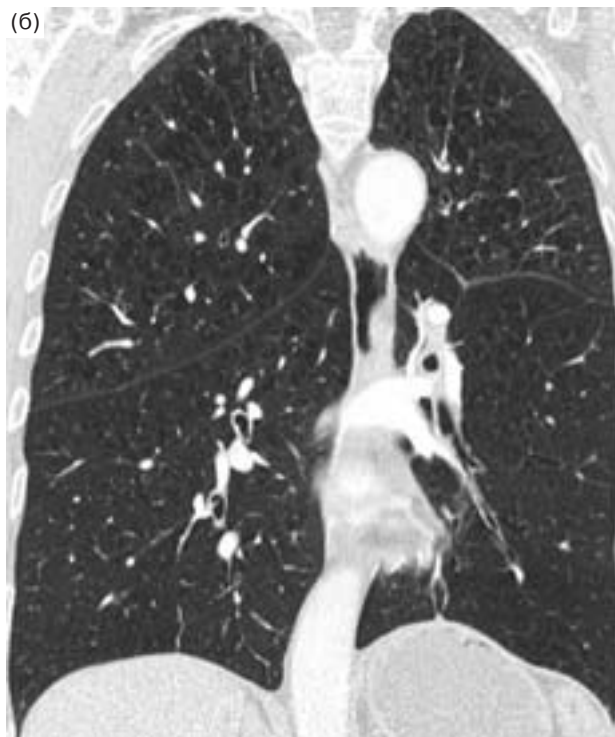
Эмфизема легких, центриацинарная. МСКТ легких. а – аксиальный срез, б – фронтальная реформация, в – сагиттальная реформация. На аксиальном срезе отчетливо видны мелкие воздушные полости эмфиземы, на реформированных изображениях более точно видно преимущественное распространение изменений в верхних долях легких.
